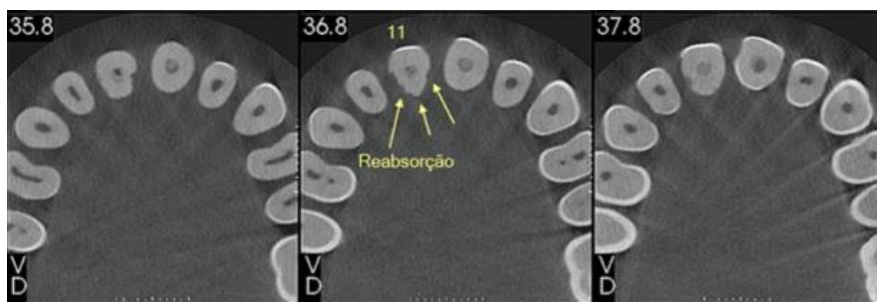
Corte axial tomografia computadorizada 28.05.2019
